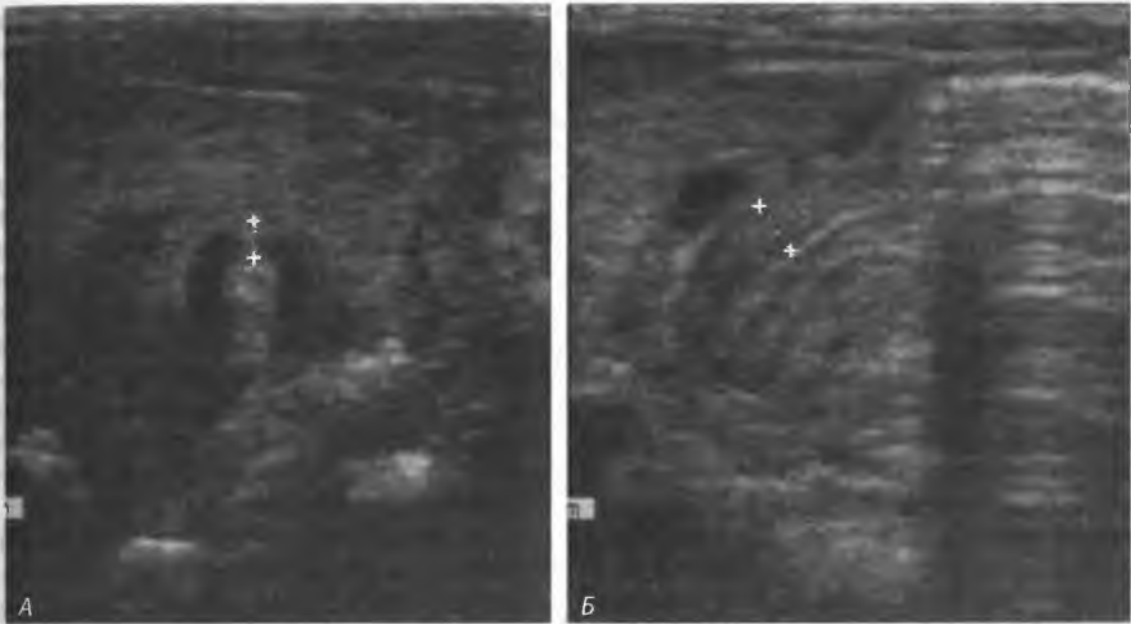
(А) УЗИ в поперечной плоскости: толщина стенки пилорического отдела желудка более 4 мм (расстояние между крестиками). (Б) УЗИ в горизонтальной плоскости: длина пилорического канала более 14 мм (расстояние между крестиками отражает толщину стенки) у ребенка со стенозом пилорического отдела желудка
